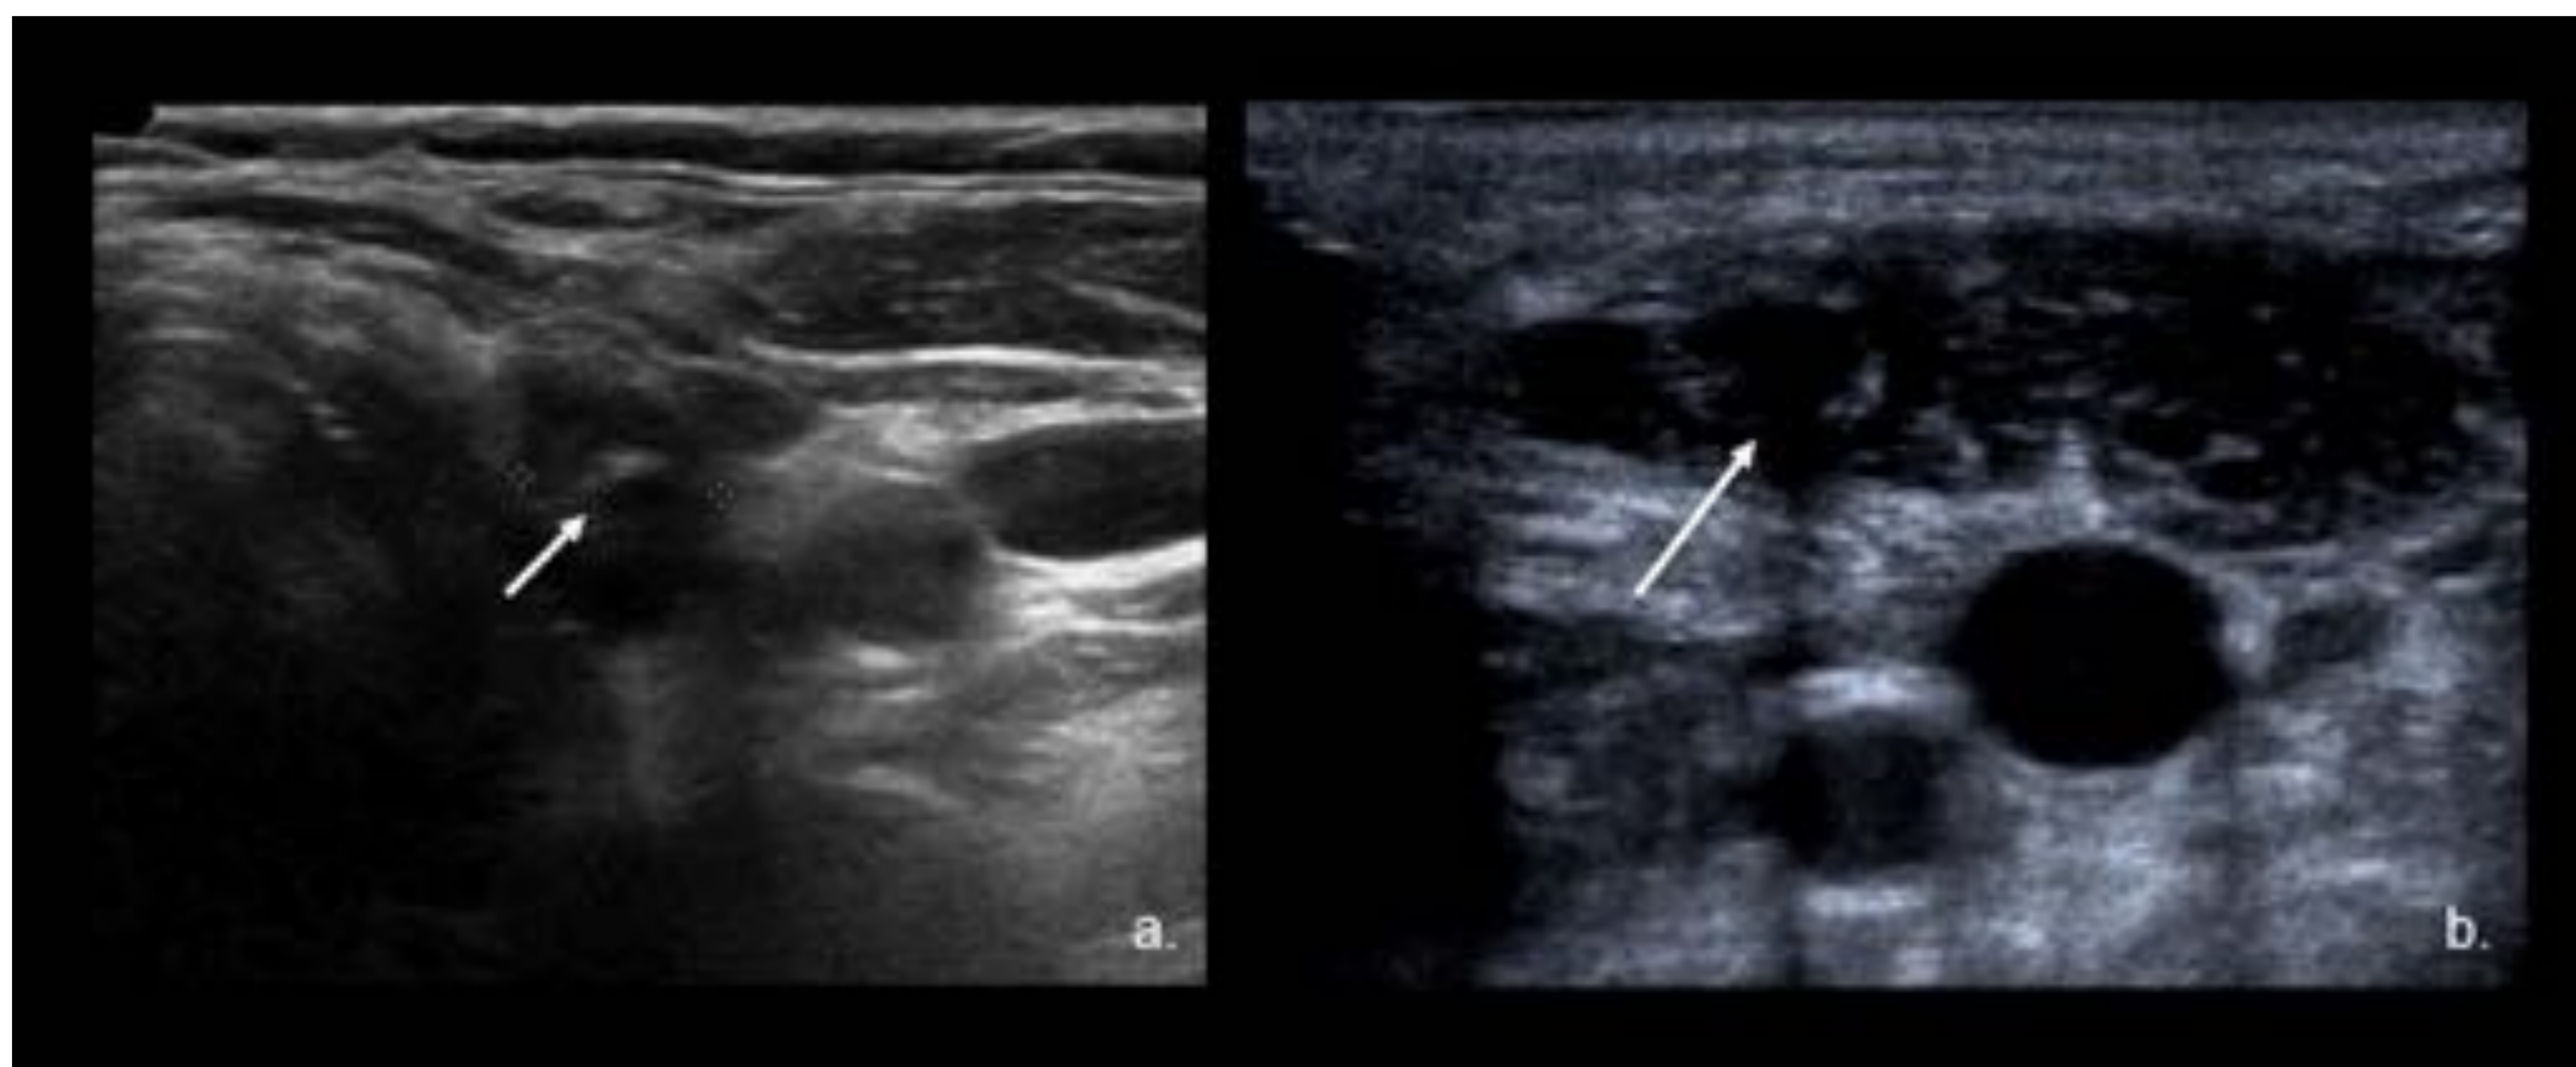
Ecografía corte transversal (a.) muestra nódulo hipoeecorico hipovascular (calipers) en el lecho de tiroidectomía izquierda con focos ecogénicos internos (flecha), que pueden representar calcificaciones o material de sutura. Corte transversal (b.) muestra área hipoeecoica en el lecho de resección tiroidea debido a hematoma agudo. Referencia: Hospital Universitario Severo Ochoa. Leganés - España.
